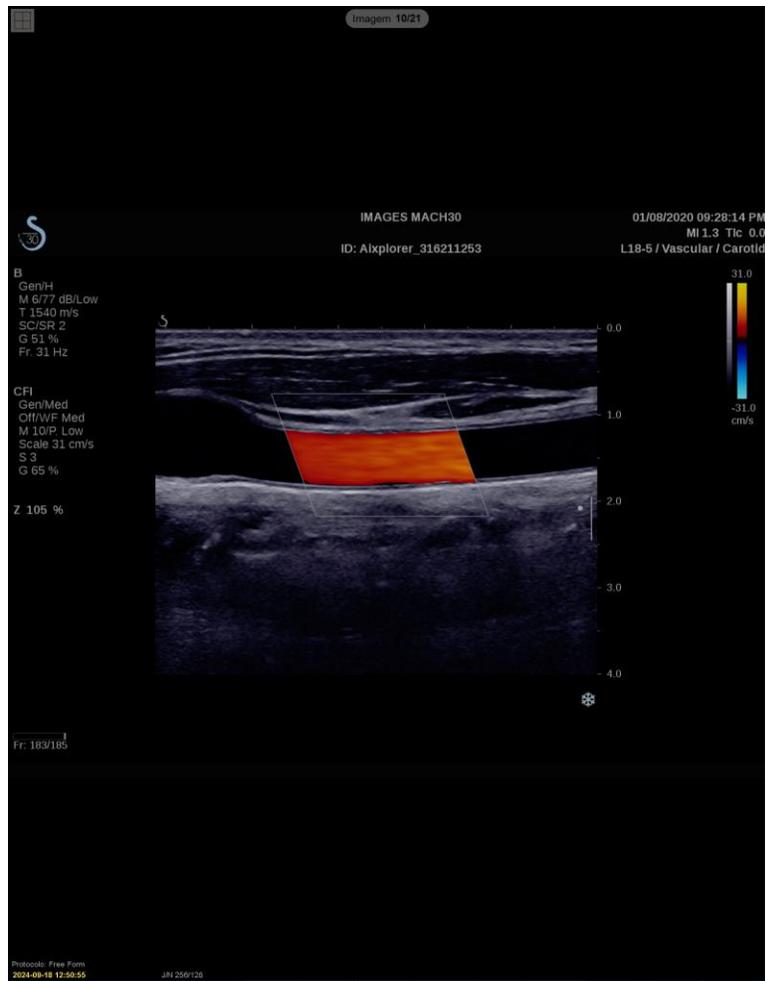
Navegação por imagens de ultrassons
